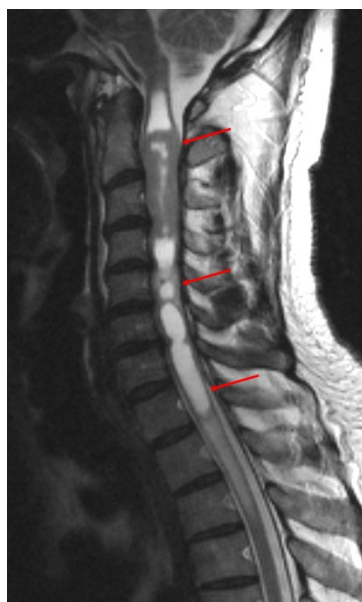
RMN coloanei: tumoră longitudinală în canalul spinal
